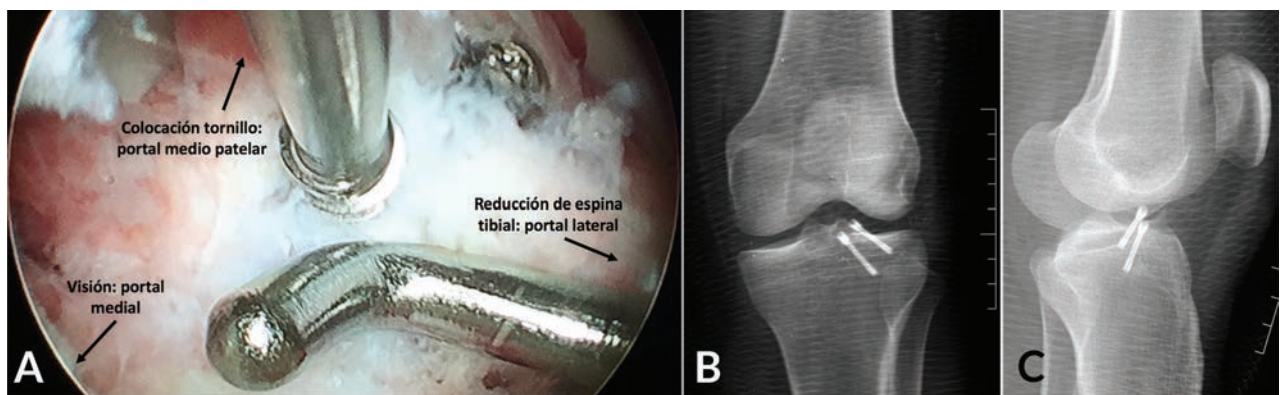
Fractura de espina tibial. Visualización a través del portal para patelar interno, reducción del fragmento desde el portal para patelar externo y colocación del tornillo a través del portal medio patelar interno (11a). Radiografía postoperatoria frente (11b) y perfil (11c).
